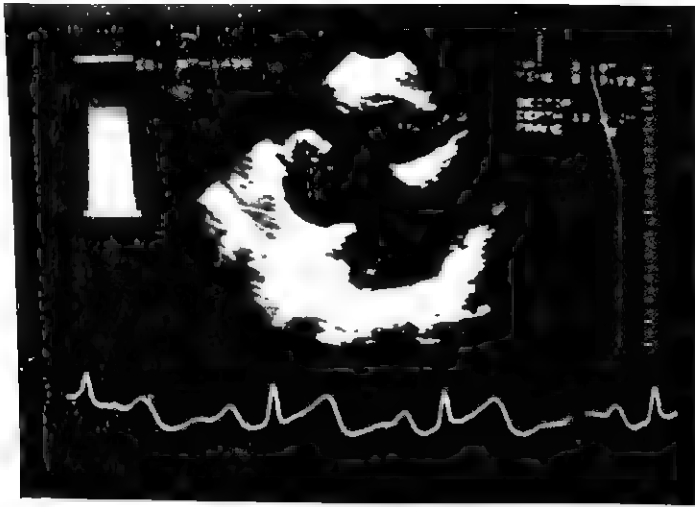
埃勃斯坦畸形二维超声心动图右心室流入道切面像
